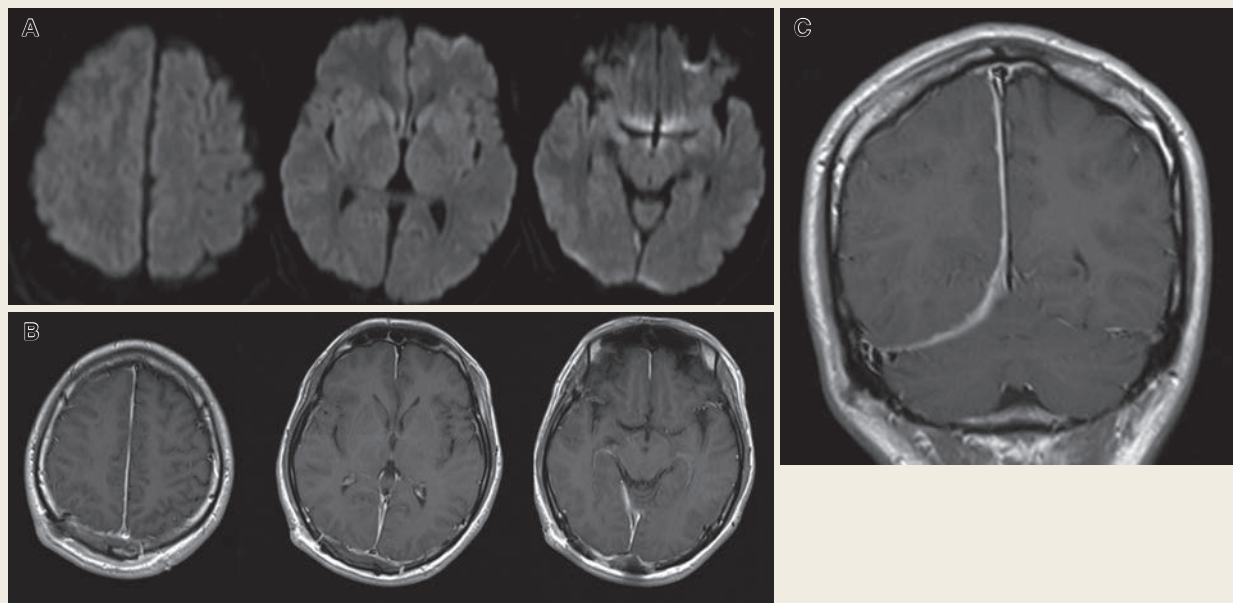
Magnetic resonance image obtained on discharge
